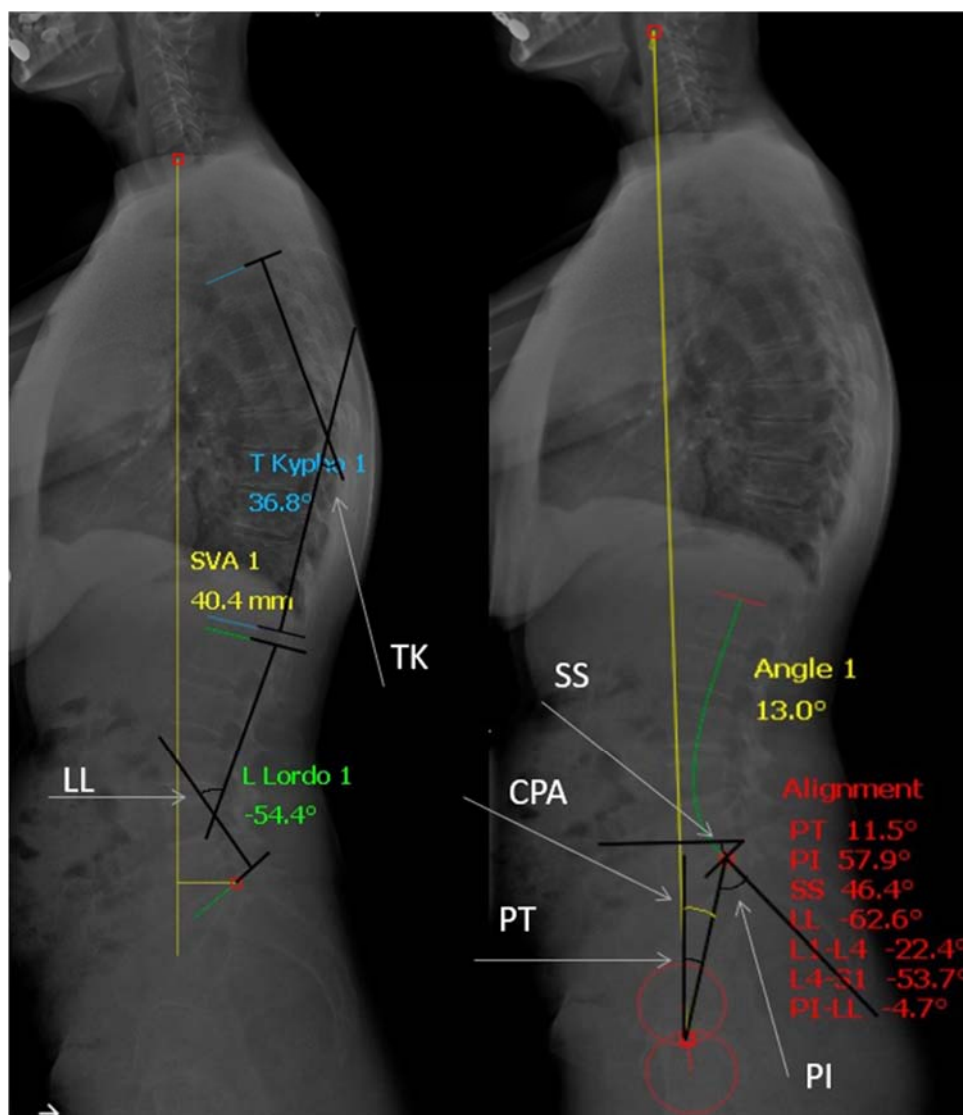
Измерение параметров сагиттального профиля по результатам телерентгенограммы всех отделов позвоночника с захватом головок бедренных костей в боковой проекции. Измерение величины поясничного лордоза (LL), грудного кифоза (ТК), сагиттальной вертикальной оси (SVA), угла наклона крестца (SS), наклона таза (PT), тазового индекса (PI), шейно-тазового угла (CPA) указаны белыми стрелками
